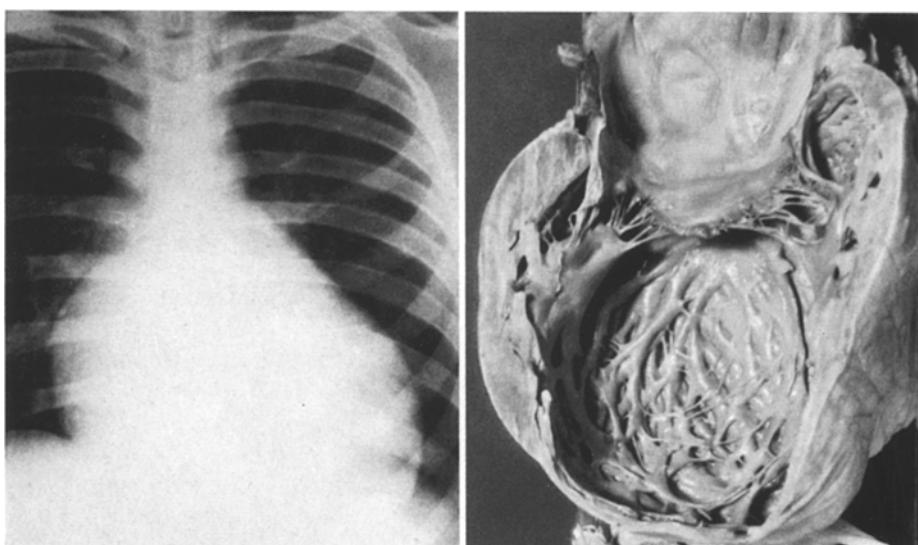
Röntgenbild und makroskopische Aufnahme einer typischen Chagaskardiopathie mit besonderer Beteiligung des linken Herzens. Kugelige Ausweitung der Kammer, Schwielen im Myokard und Aneurysma an der Herzspitze (A 75/55)
